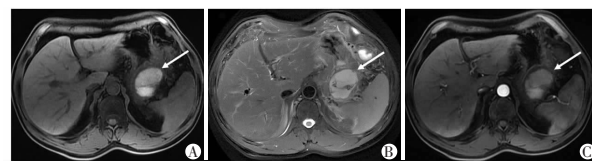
A-C 男,55 岁,10 月前发作一次 AP,本次因反复左上腹痛 10<sup>+</sup> d,加重 1<sup>+</sup> d。MRI 增强检查表现为混合坏死型 RAP 并包裹性坏死(箭头)。
